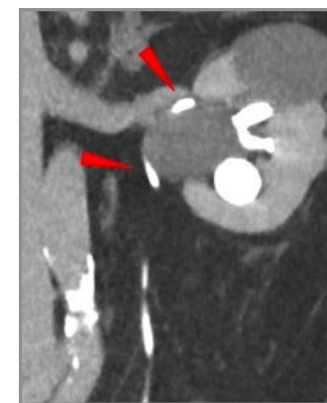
Computertomografie; koronare Darstellung der linken Niere. In der Ausscheidungsphase ist die Verdrängung und Obstruktion des pyeloureteralen Übergangs und des Ureters zu erkennen.
